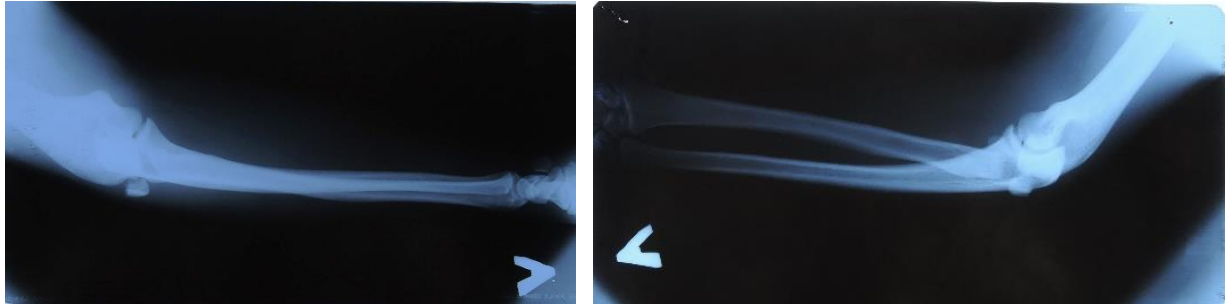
Рентгенограммы больного Щ. при поступлении
